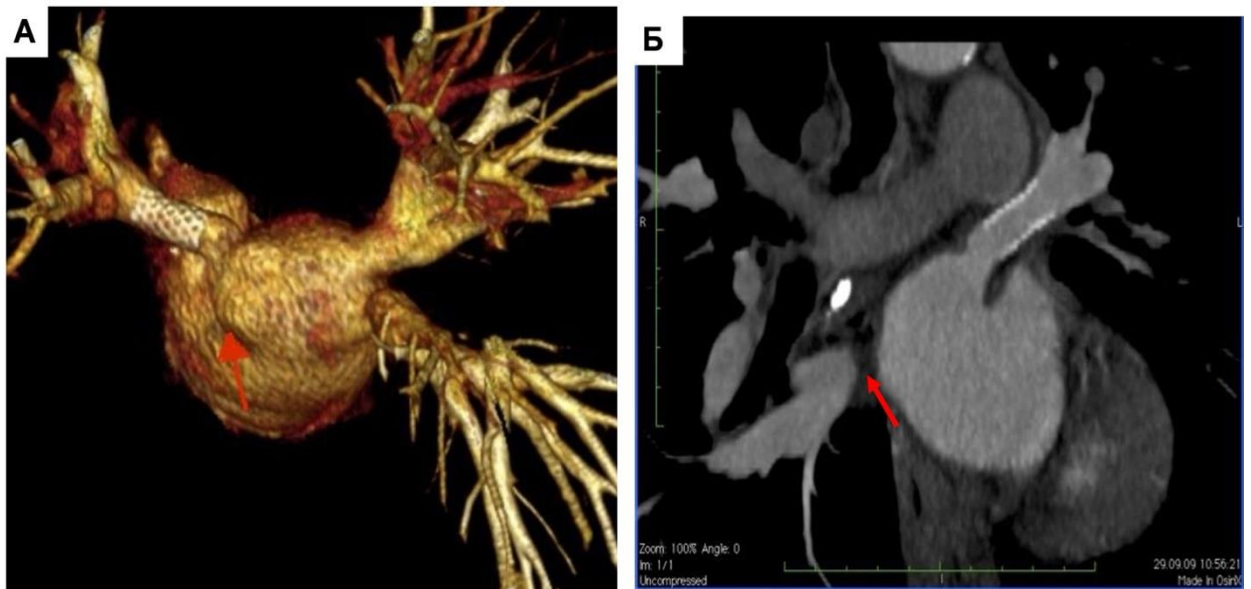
МСКТ-АГ ЛП и ЛВ, Пример стентирования левой верхней легочной вены и окклюзии левой нижней легочной вены (стрелка): А - 3D VRT реконструкция, вид сзади; Б – мультипланарная реконструкция ЛВЛВ.
